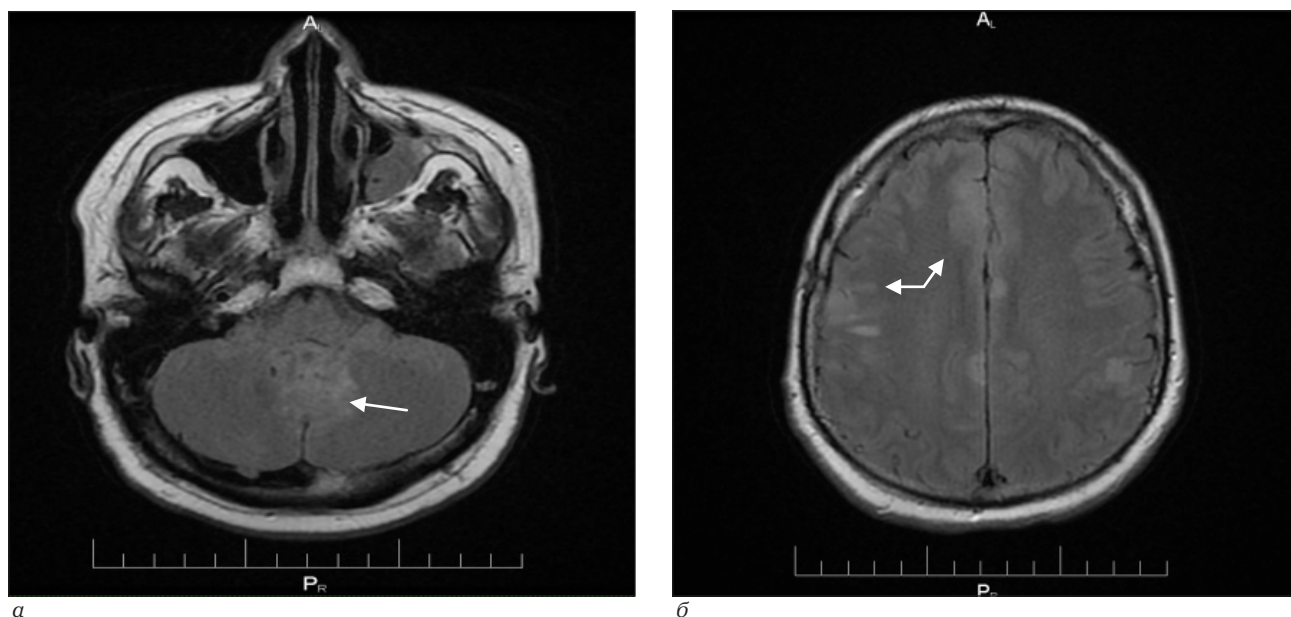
Множественное лептоменингеальное патологическое контрастирование на уровне червя мозжечка в Т1 ВИ (а); аксиальный Т2 FLAIR. Множественные патологические очаги гиперинтенсивного МР-сигнала преимущественно в мягких мозговых оболочках (б)
